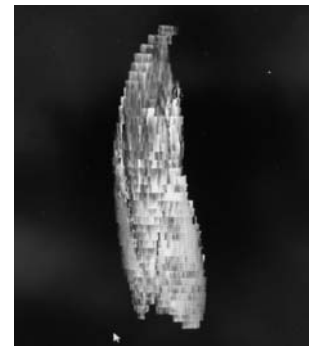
MRI の 2 次元データを 3 次元に構築した大腿四頭筋
